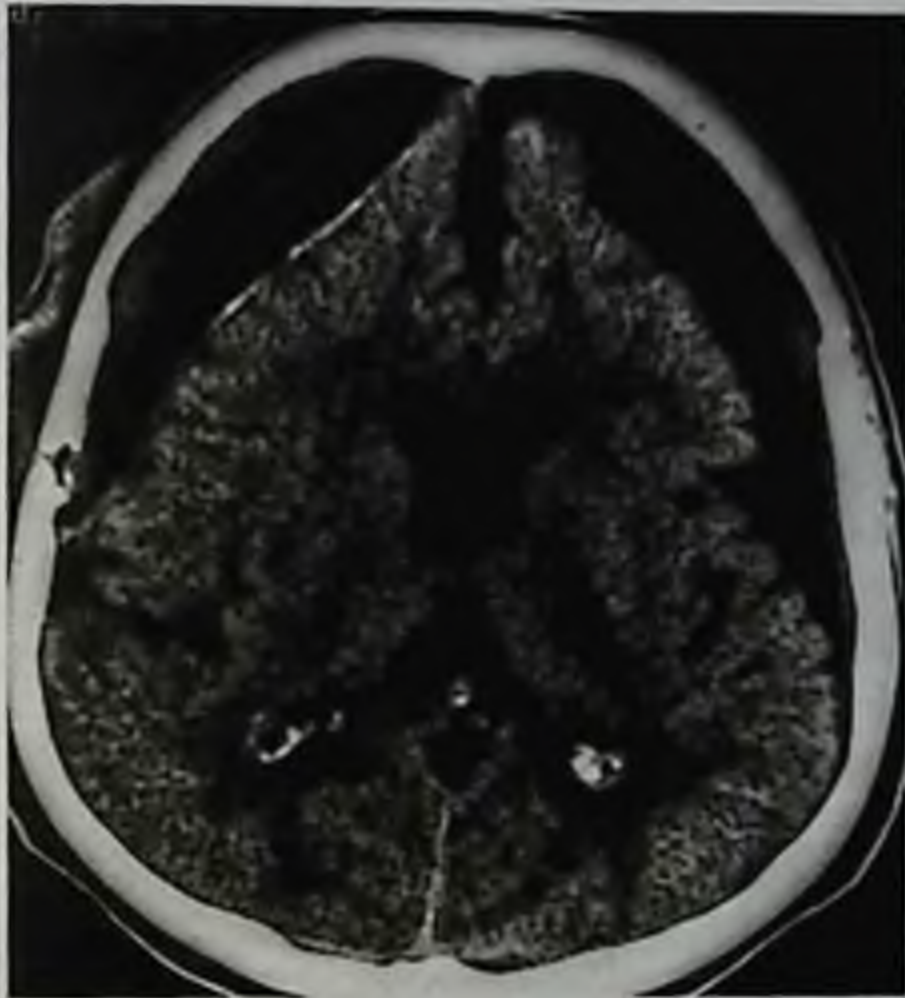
Двусторонние хронические субдуральные гематомы, справа выявлено обызвествленные капсулы. Компьютерная томограмма
